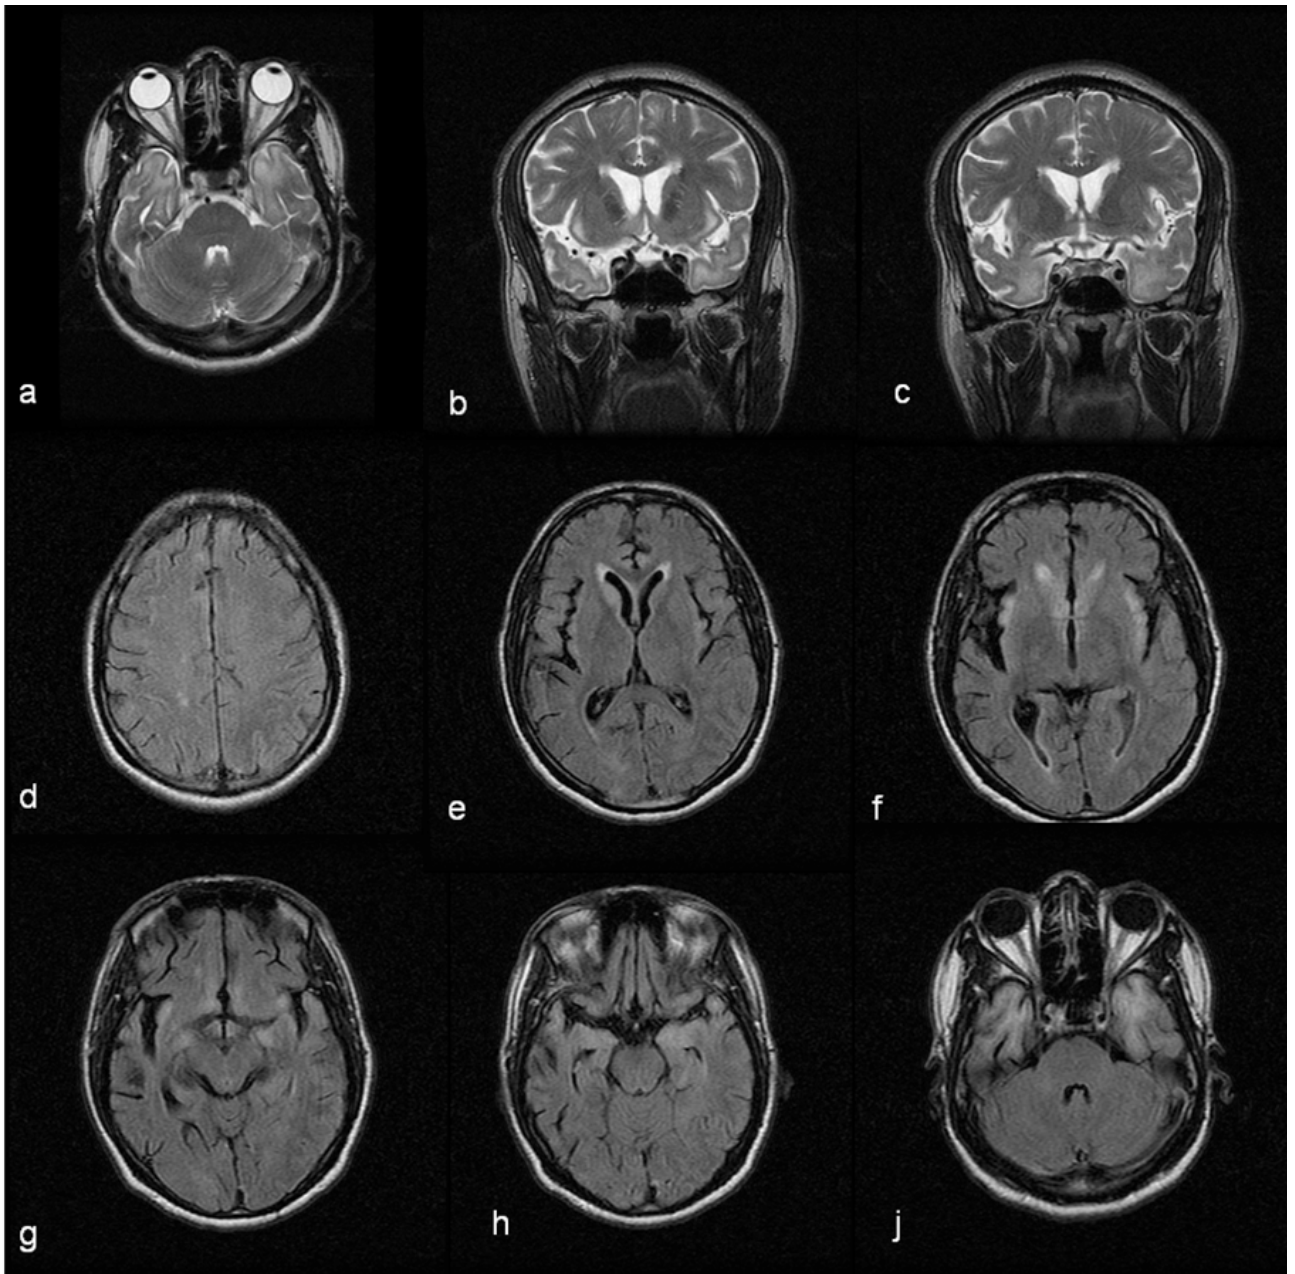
Ressonância magnética inicial (doente dois). a-axial T2; b-c coronal T2; d-e-f-g-h-i axiais FLAIR
